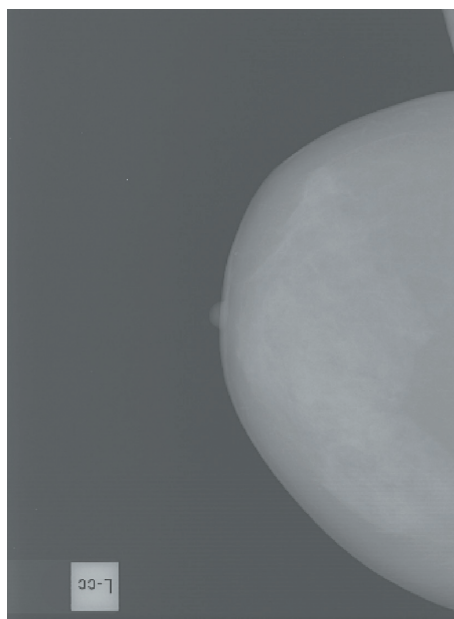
Digital mammogram (raw data image, breast thickness : 32mm, x-ray tube voltage\_focal spot/filter : 28kV\_Mo/Rh).
